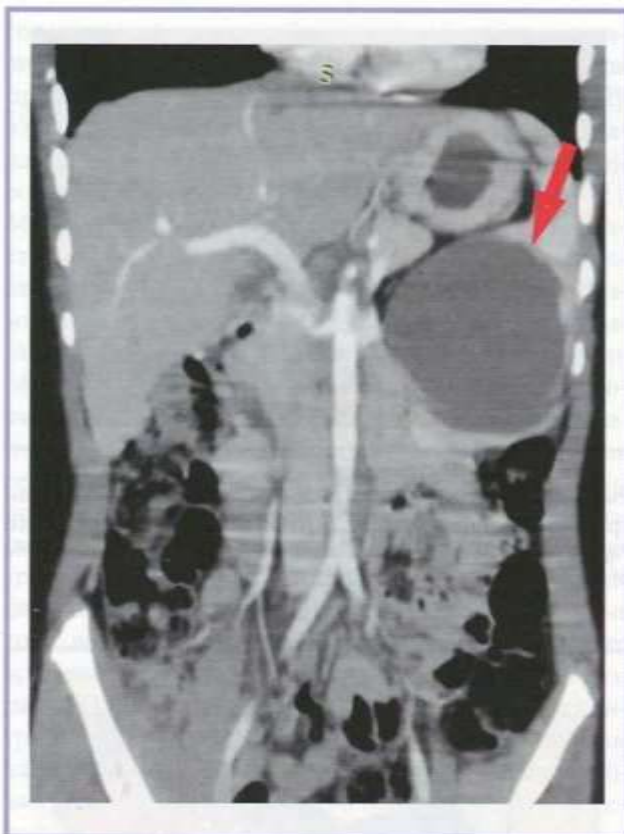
МСК-томограмма с контрастированием (фронтальный срез), образование в нижнем полюсе селезенки отмечено стрелкой.
